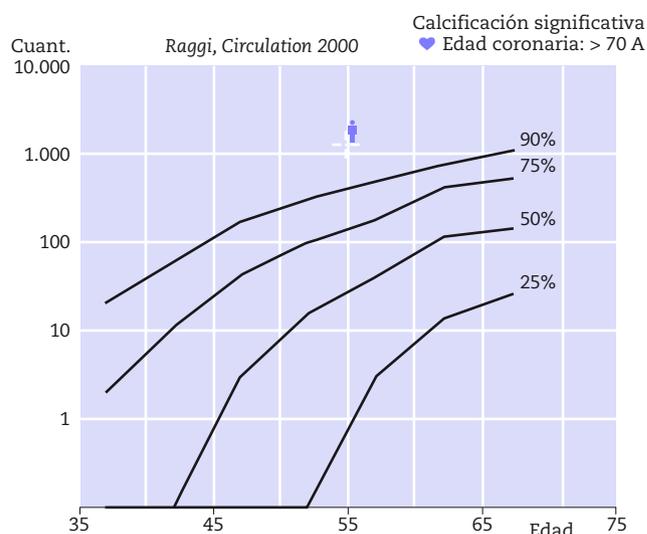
Cálculo del calcio score a través de tomografía arterial computerizada (TAC) de arterias coronarias, que muestra 1.275,4 puntos.
